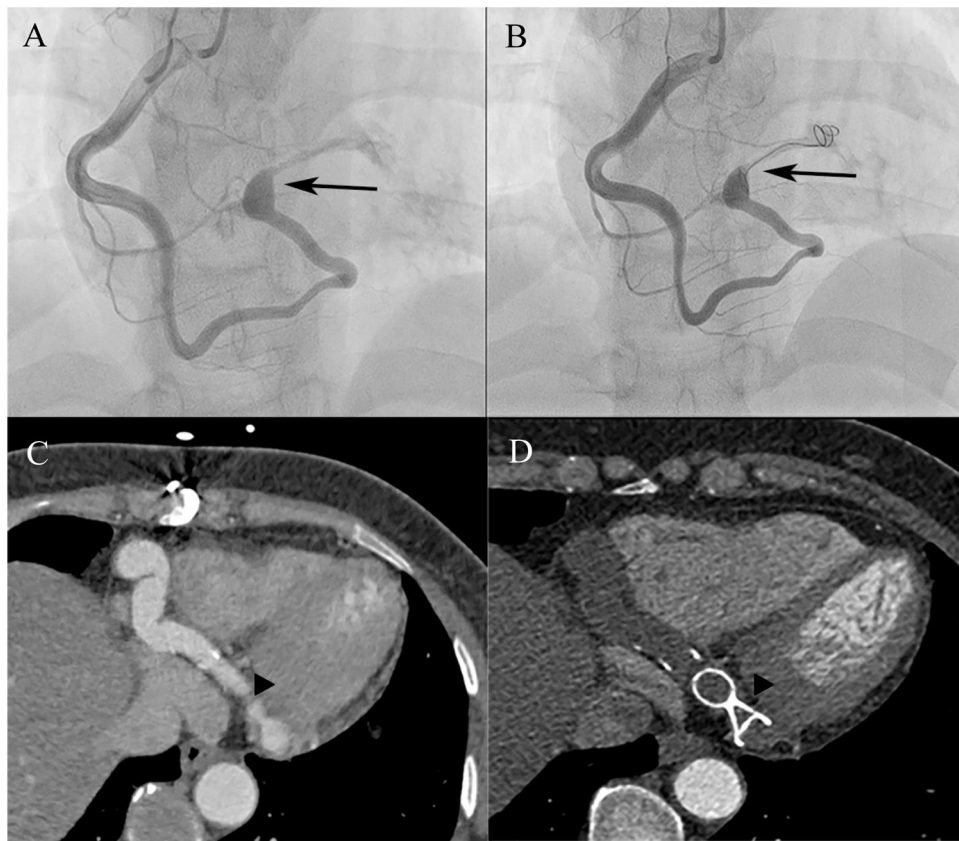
Cierre percutáneo de fístula coronaria que drena al VI. A: arteriografía en la que se observa la fístula coronaria sinuosa (flecha negra). B: la fístula se cerró con un alambre en espiral (*coil*) extraíble (flecha negra). C: TCMC donde se observa la fístula «recanalizada» 8 años después de la intervención quirúrgica (punta de flecha). D: la fístula se cerró con un ocluser del conducto arterial persistente (punta de flecha). TCMC: tomografía computarizada multicorte; VI: ventrículo izquierdo.
